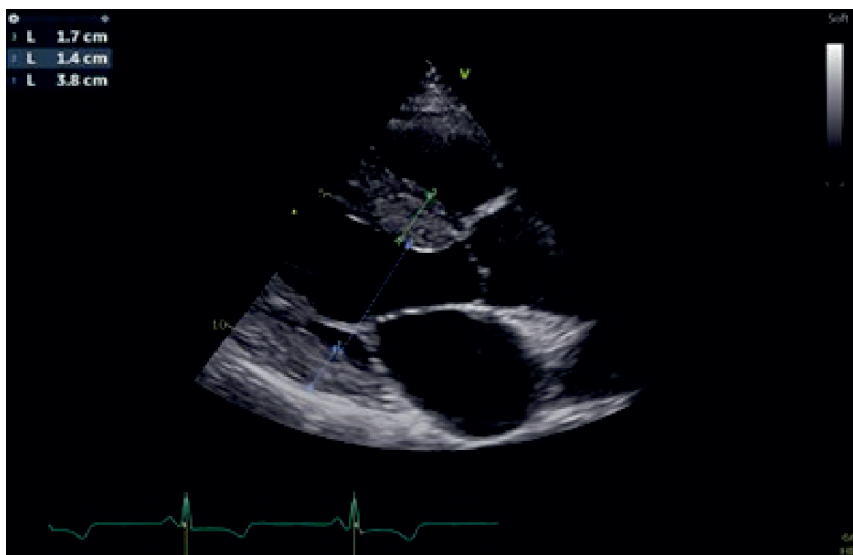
Imagine ecocardiografică tipică pentru CMH (grosime SIV 17 mm).
